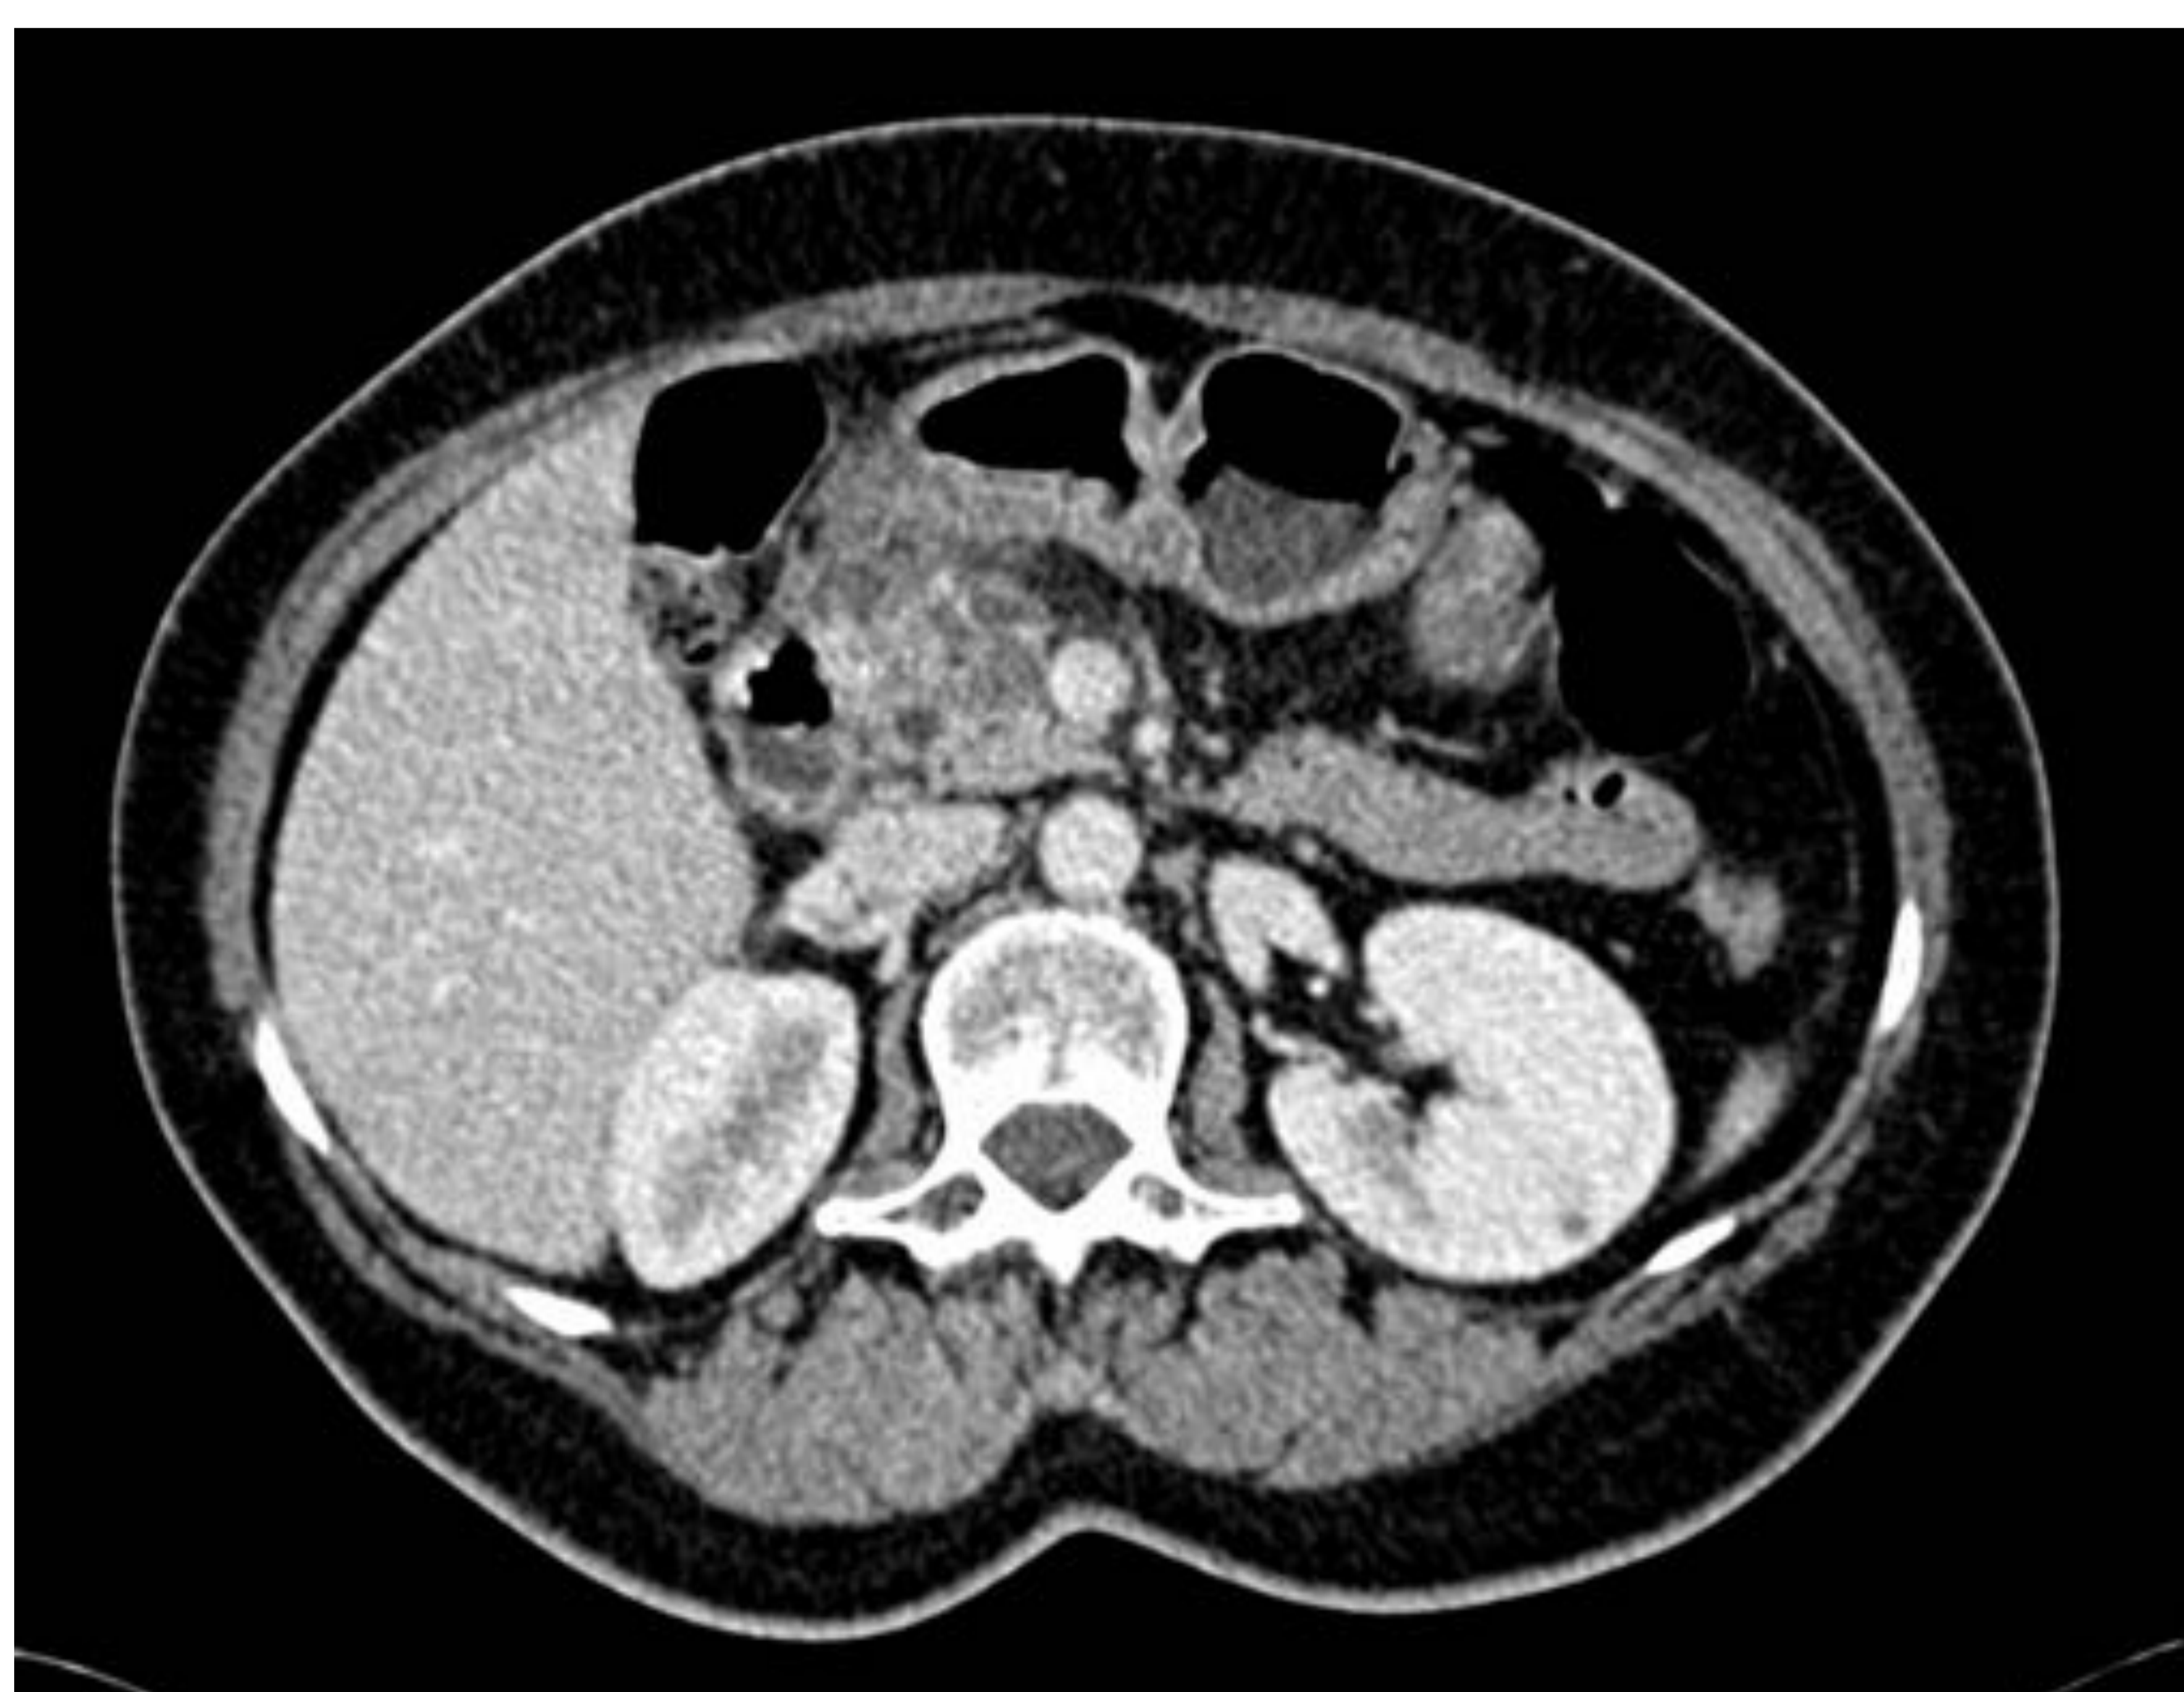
Mujer de 50 años. TC abdominal axial con CIV en fase portal. Lesión en cabeza de páncreas, quística, con eje máximo aproximado de 4 cm, multitabizada. Se objetiva discreto aumento de la cabeza pancreática, probablemente edematosa, con afectación de la grasa perilesional, siendo más evidente en área anterior y lateral a la cabeza. Hallazgos que sugieren cambios por pancreatitis a dicho nivel. No se objetivan en el momento actual complicaciones reseñables. Se observan ganglios subcentimétricos, locorregionales, de características reactivas.
